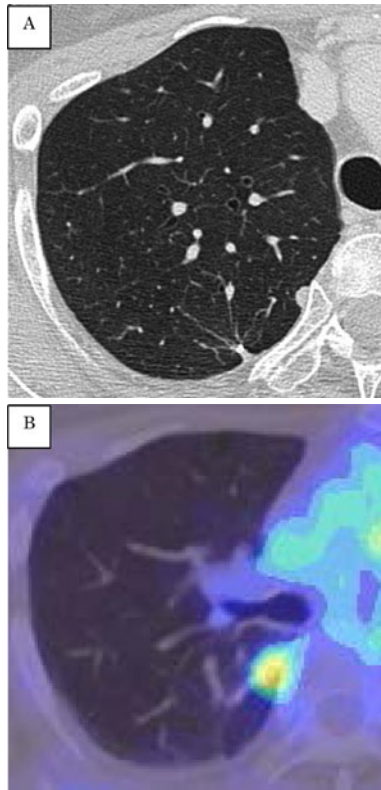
再発時画像所見. (A) 胸部単純CTでは右肺胸膜上に結節が新たに出現した. (B)  $^{18}\text{F}$ -fluorodeoxyglucose-positron emission tomographyでは結節へ異常集積を認める.
